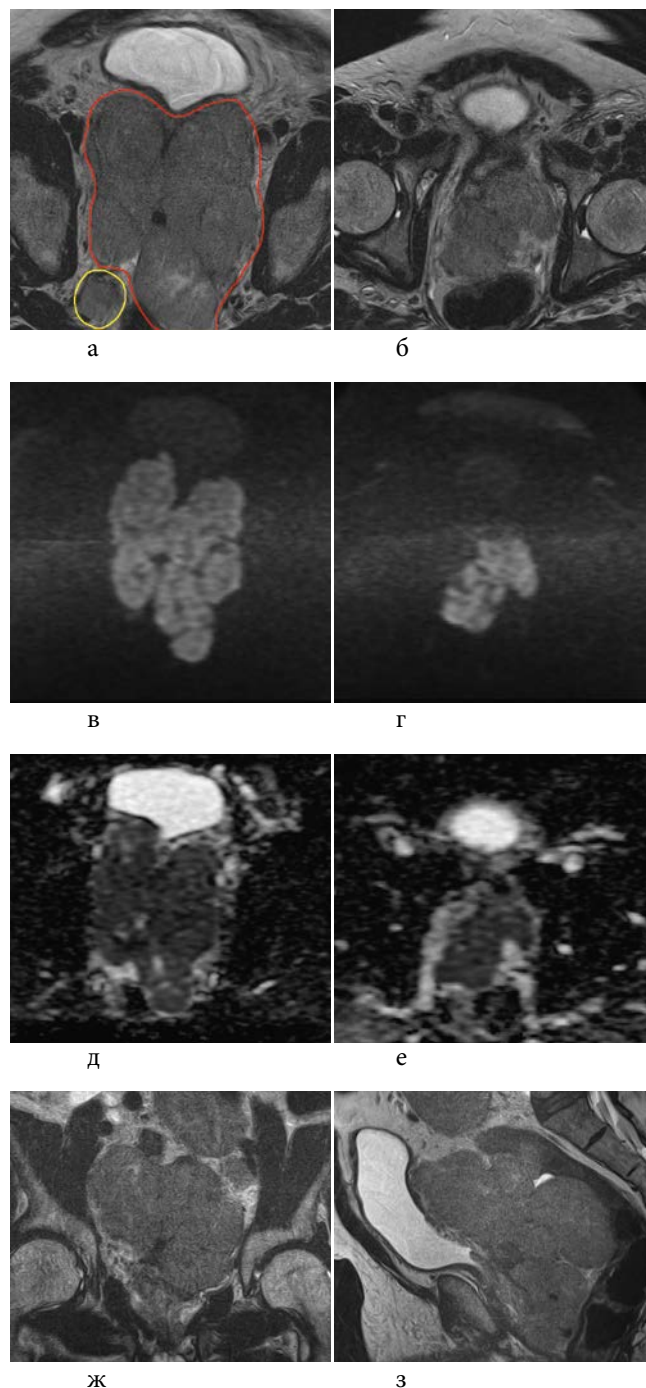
МР-исследование от 01.04.2019 г.: в полости малого таза определяется объемное мягкотканное образование, общими размерами 16 x 12 x 16 см. Дифференцировка первичного образования и метастатически измененных лимфатических узлов затруднена. а, б — аксиальный срез, T2-ВИ: красным маркером выделены сливные опухолевые узлы, желтым обведен измененный лимфатический узел; в, г — аксиальный срез, DWI; д, е — аксиальный срез, ADC; ж — T2-ВИ, корональная реконструкция; з — T2-ВИ, сагиттальная реконструкция
